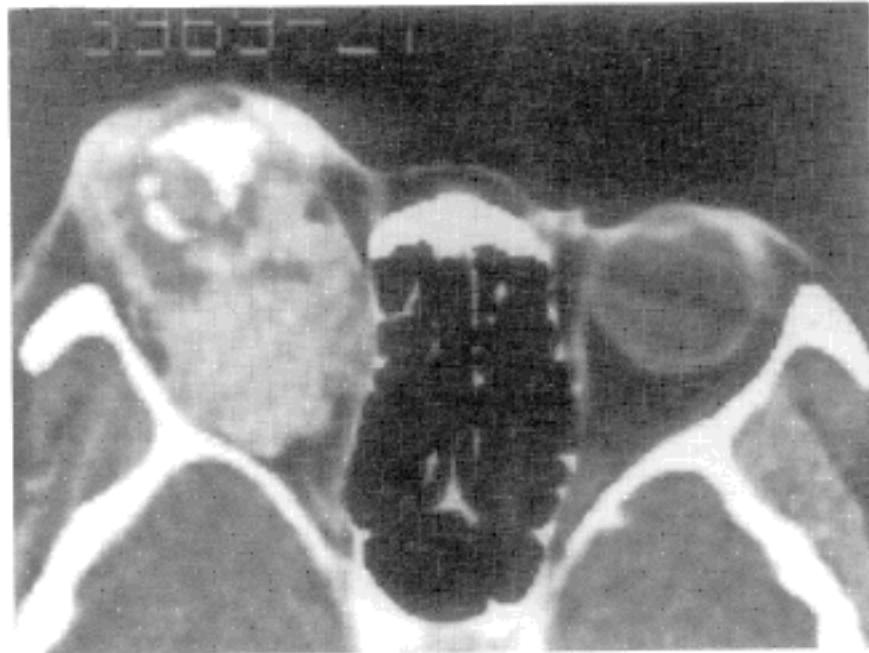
CT scan through orbit. It shows a lobulated and bulky soft tissue mass which had occupied the entire globe and retroglobal portion.
